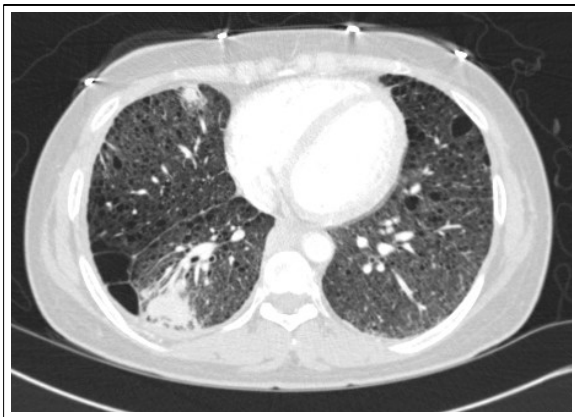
Chest computed tomography after treatment of medroxyprogesterone. The size of the mass in right lower lobe has decreased.
